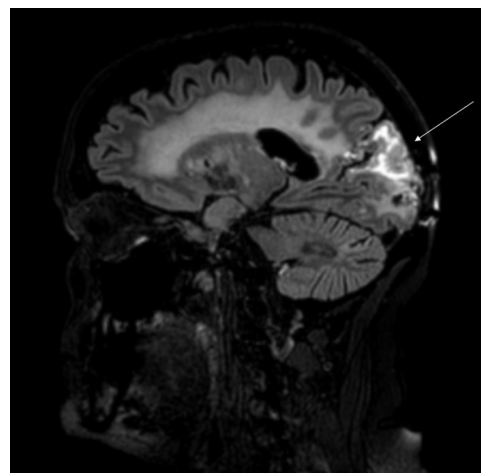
Secuencia T2 de RM de cráneo, corte sagital. Engrosamiento e hiperintensidad cortical con edema subcortical y realce de tipo giral.
